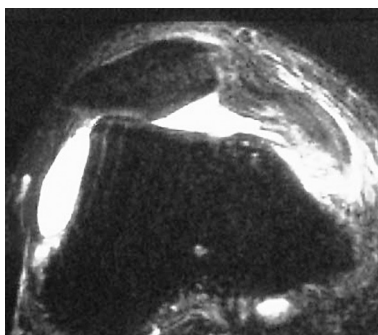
Patellaluxation mit Flakefraktur Patella und med. Retinakulumriss im MRI sagittal und transversal
